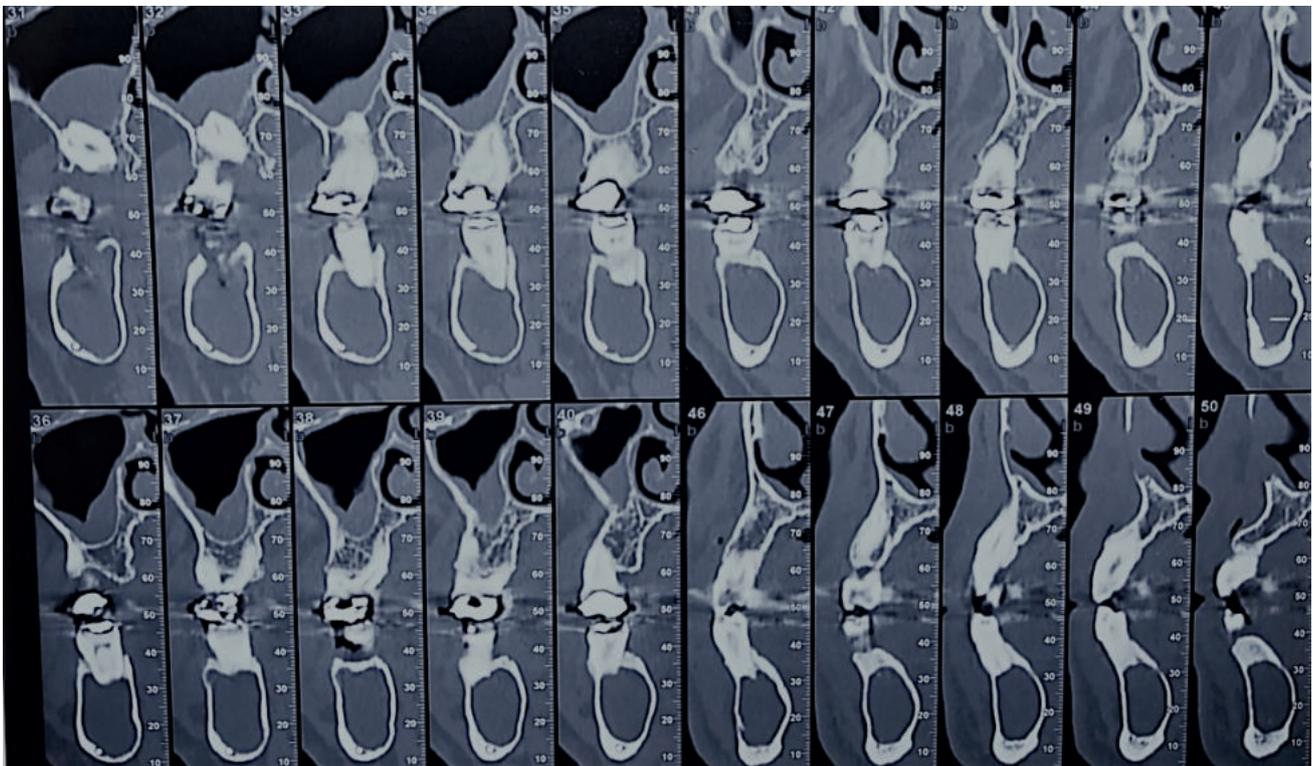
Diferentes cortes de imagen del TAC donde se aprecia la integridad de las corticales y el rechazo apical del nervio alveolar inferior.
